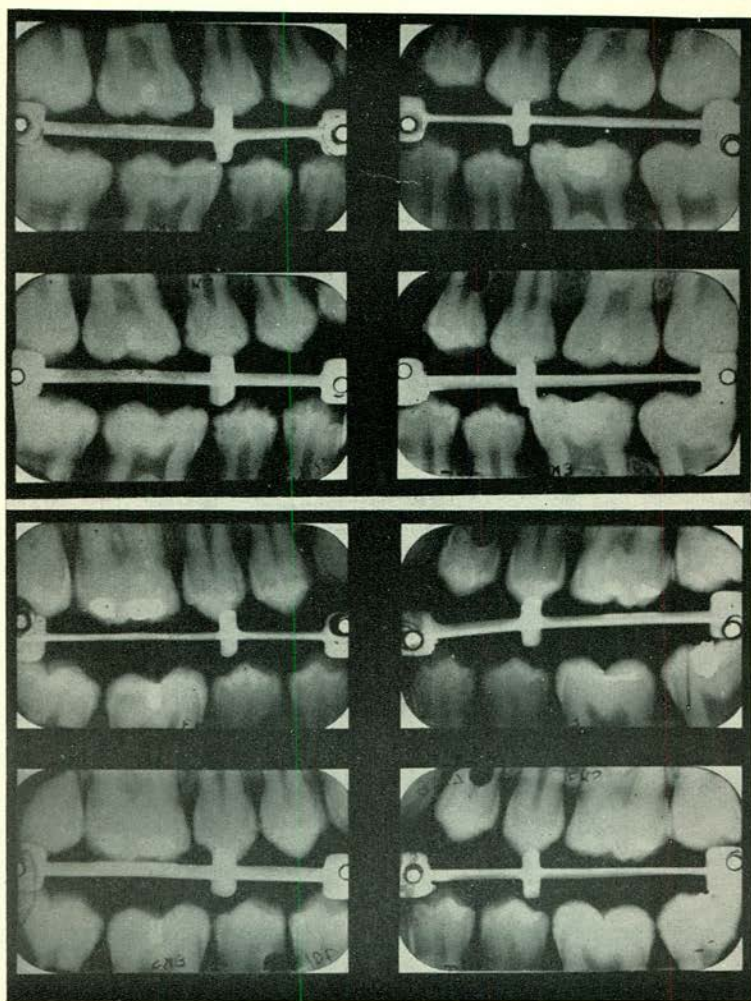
Duplicaat sets Röntgenphoto's van twee patiënten
